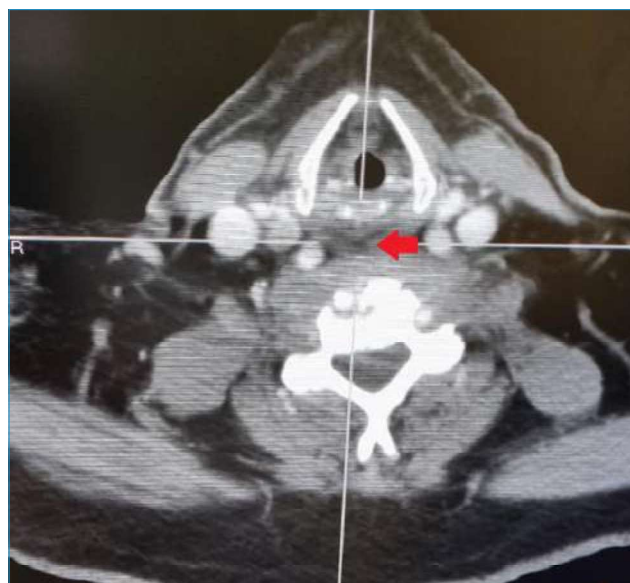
Tomografía axial computarizada (TAC) cervical. Masa de partes blandas paravertebral a nivel de C5 y C6 (flecha).
